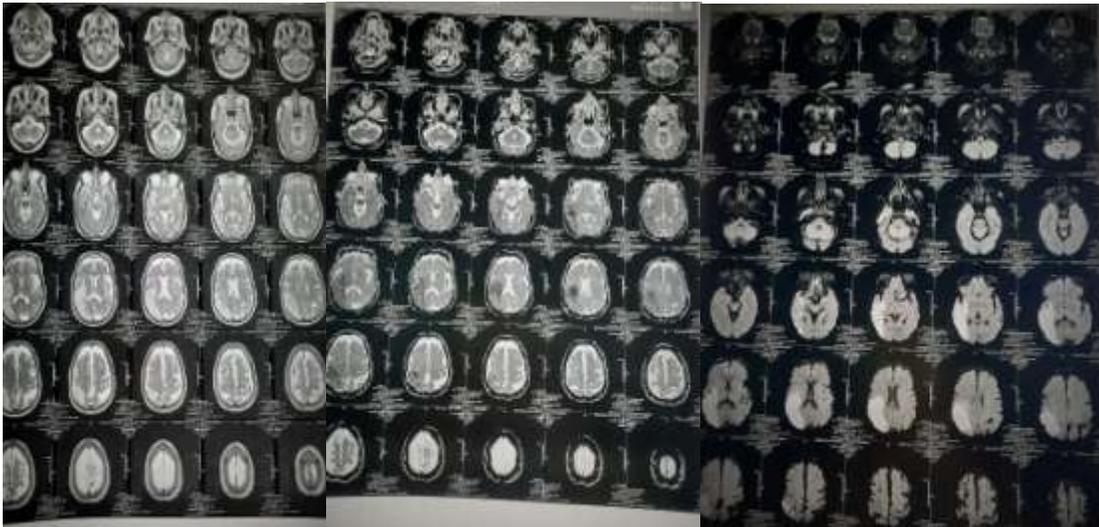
IRM cérébral en séquences T2, écho de gradient et Flair montrant un AVCI sylvien avec un discret infarctus hémorragique.
